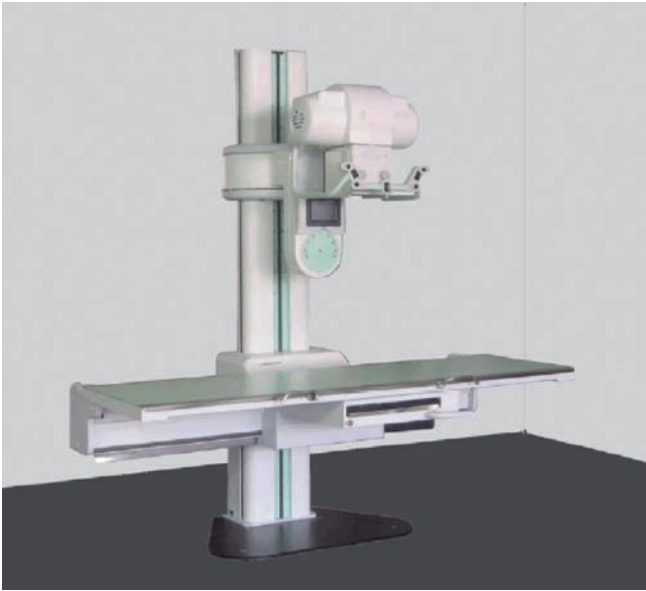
Томографический стол снимков OPERA RT20, производства завода GMM, Италия
